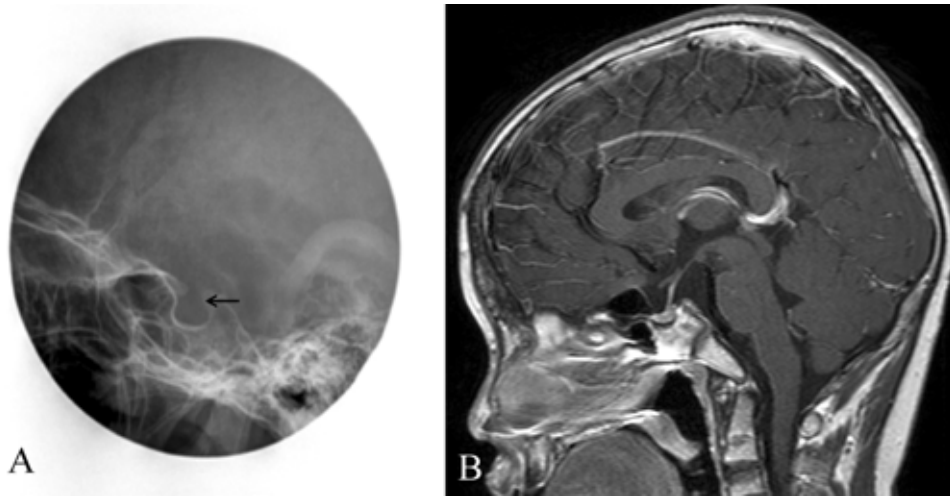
Sellar cone down view and brain MRI showed normal finding.
